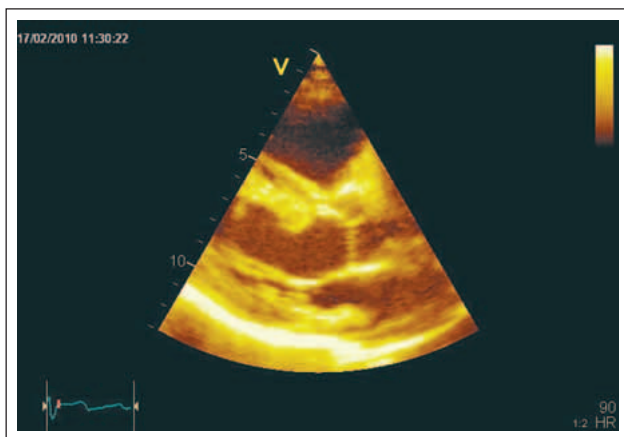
Parasternaler Längsschnitt mit unauffälliger Darstellung des linken Ventrikels, der Mitral- und Aortenklappe sowie des linken Vorhofes.
